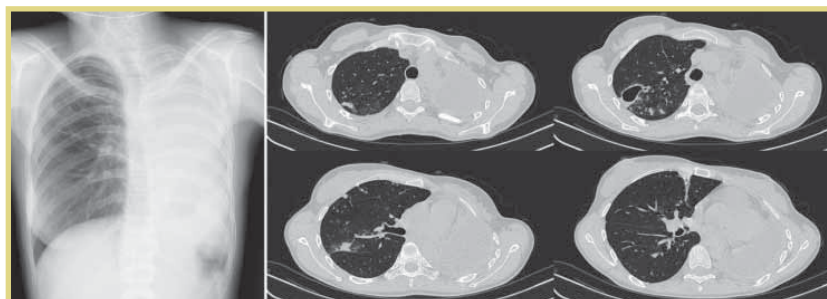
КТ ОГК перед 2-м этапом хирургического лечения
